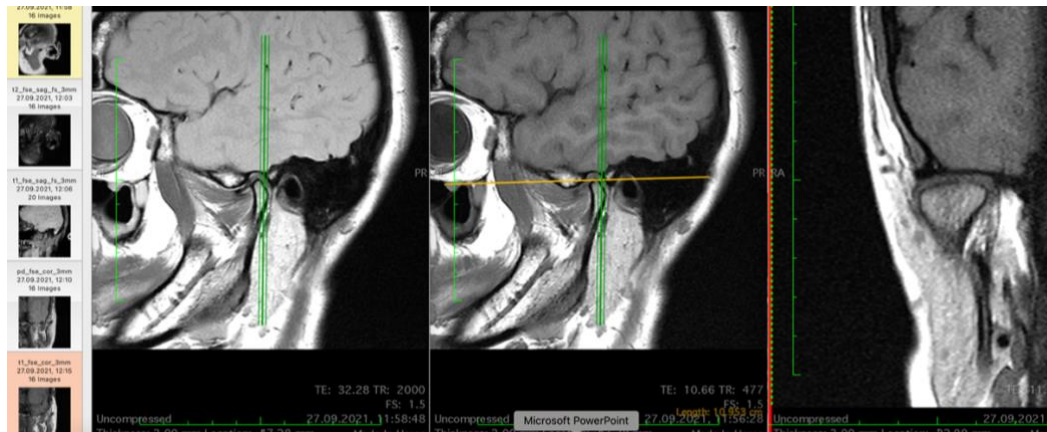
построение франкфуртского горизонта при МРТ
